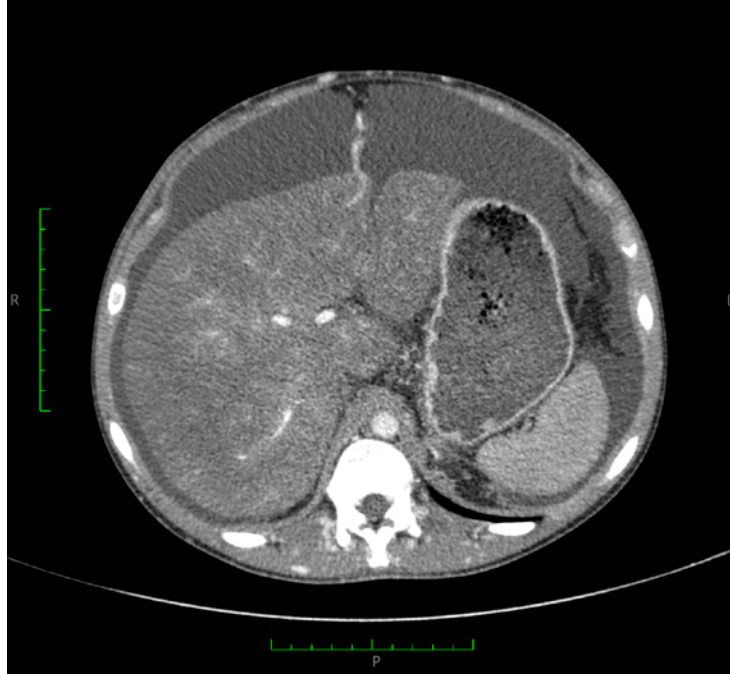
CT demonstrando os achados no corte axial
